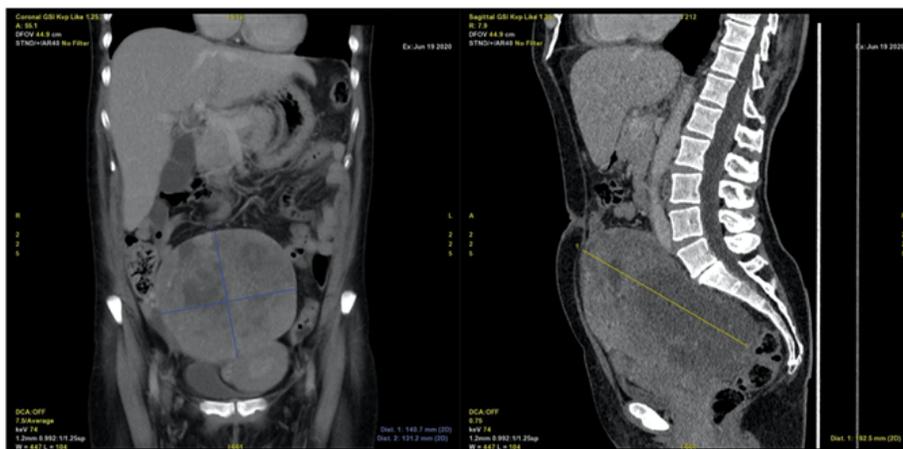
TAC en planos frontal (izquierda) y sagital (derecha) que demuestran una masa pélvica de 19 x 14 x 13 cm, de contorno bien definido, de predominio sólido, con múltiples áreas hipodensas sugestivas de hemorragia y necrosis, que desplaza estructuras pélvicas sin signos de infiltración.
